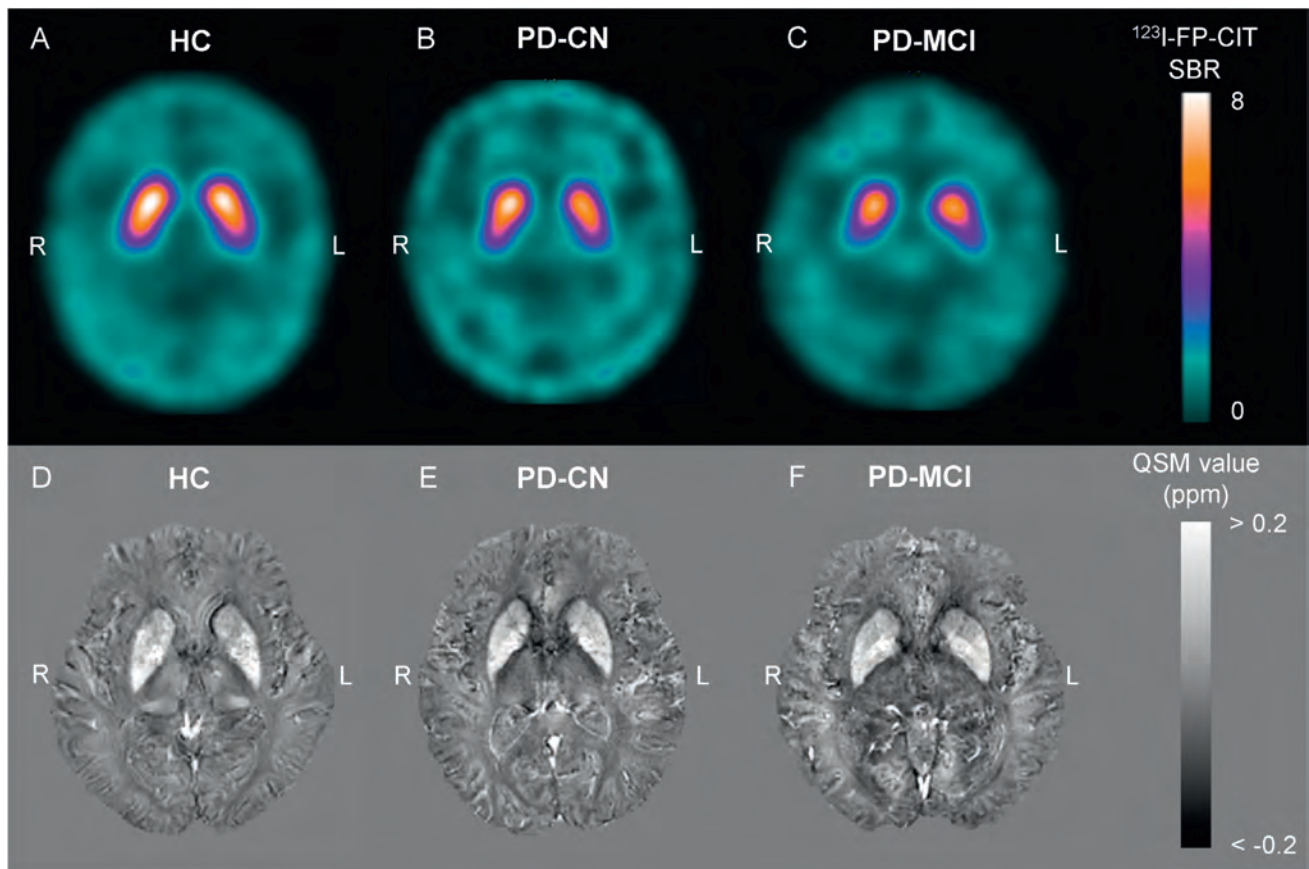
^{123}I -FP-CIT SPECT (A~C) および対応する QSM (D~F) の代表的画像：71 歳の健常女性 (A, D), 70 歳の PD-CN 女性 (B, E), 71 歳の PD-MCI 男性 (C, F)。 ^{123}I -FP-CIT SPECT = ^{123}I -N-v-fluoropropyl-2b-carbomethoxy-3b-(4-iodophenyl) nortropane SPECT, HC = 健常対照, L = 左, PD-CN = 認知機能正常のパーキンソン病, PD-MCI = 軽度認知障害を伴うパーキンソン病, QSM = 定量的磁化率マッピング, R = 右, SBR = 特異的結合比。
